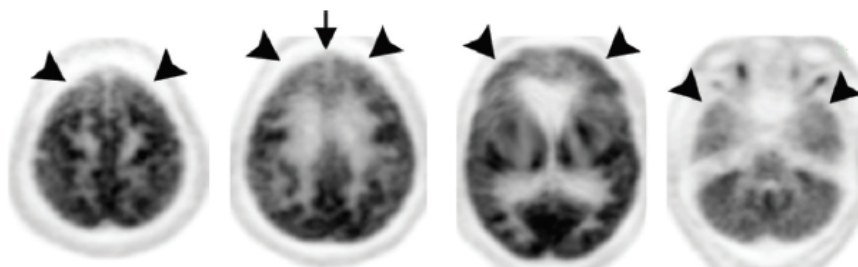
Aksialne rezine FDG-PET slike možganov z demenco z Lewyjevimimi telesci zaporedoma z desne v višini malih možganov, bazalnih ganglijev, cingulatorne in parietalne skorje. Opazimo večji upad metabolizma glukoze v okcipitalni skorji, vključno z primarnim vidnim korteksom, kar je značilno za DLT, medtem ko je metabolizem ohranjen v primarnem senzorično-motoričnem pasu [9].
